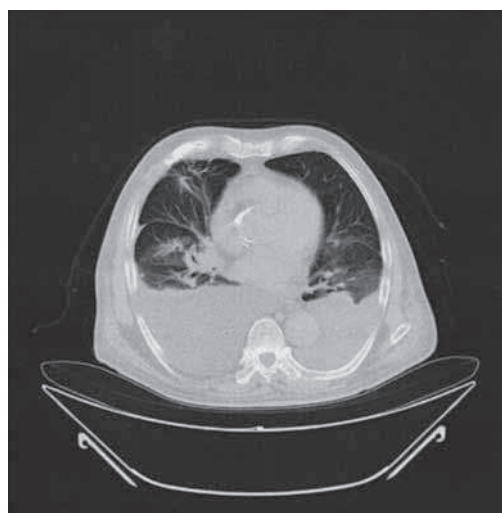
Chest CT scan image
